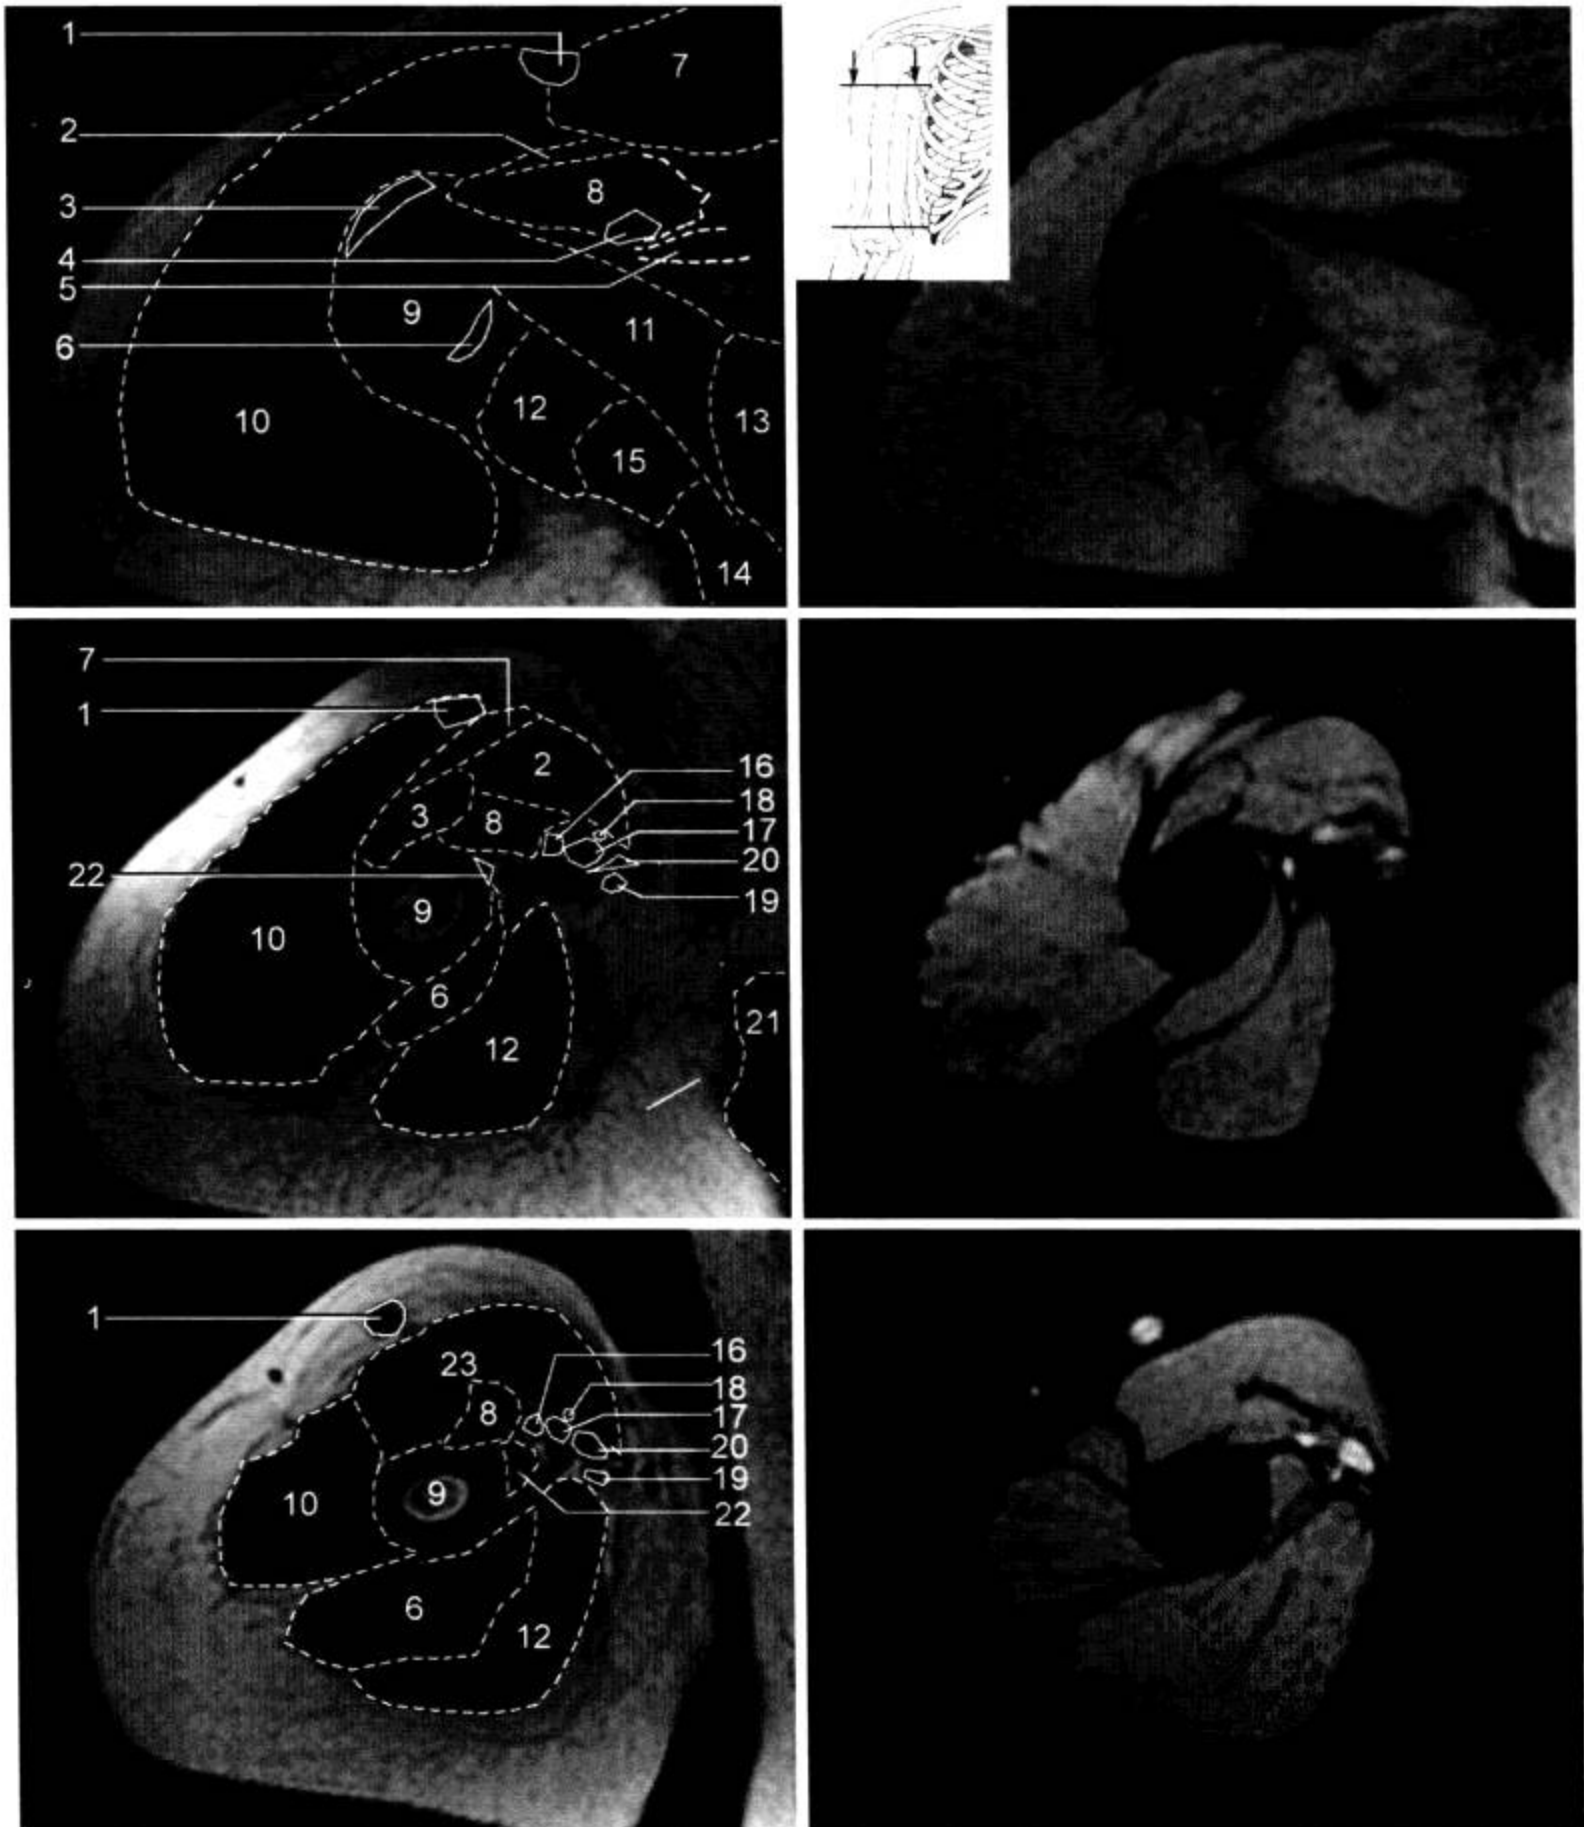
上臂 MRI 横断面 (T<sub>1</sub>WI, FS-T<sub>2</sub>WI)
